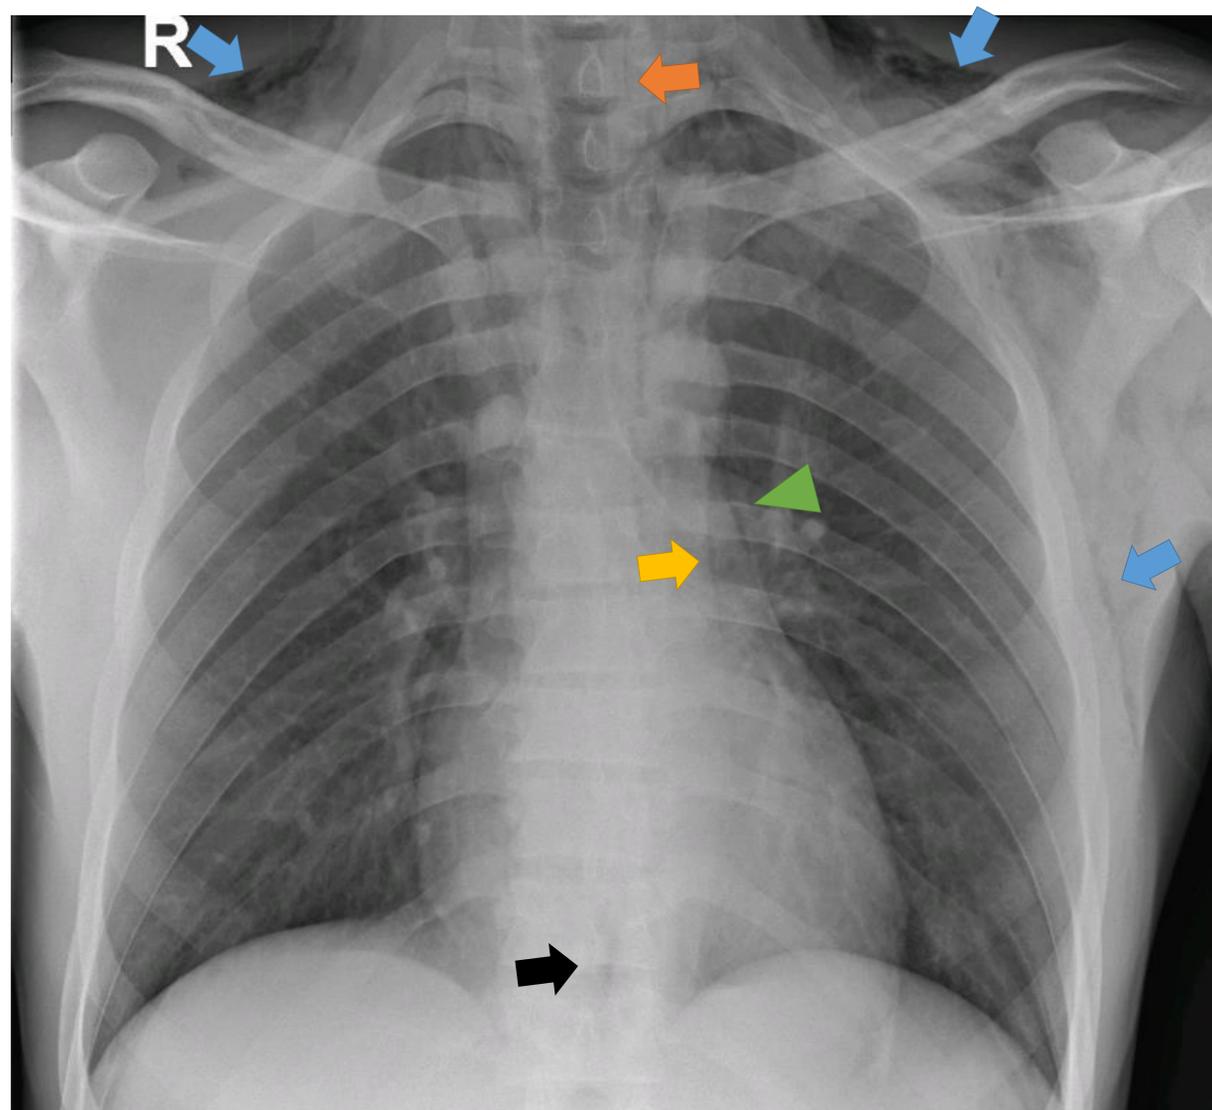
Radiografía de tórax portátil en proyección AP. Se muestran múltiples signos radiológicos de neumomediastino: enfisema subcutáneo (flechas azules), aire en el espacio paratraqueal (flecha naranja), signo de la arteria tubular (flecha amarilla), aire delineando la silueta cardíaca (punta de flecha verde), aire en el receso azigoesofágico (flecha negra)
